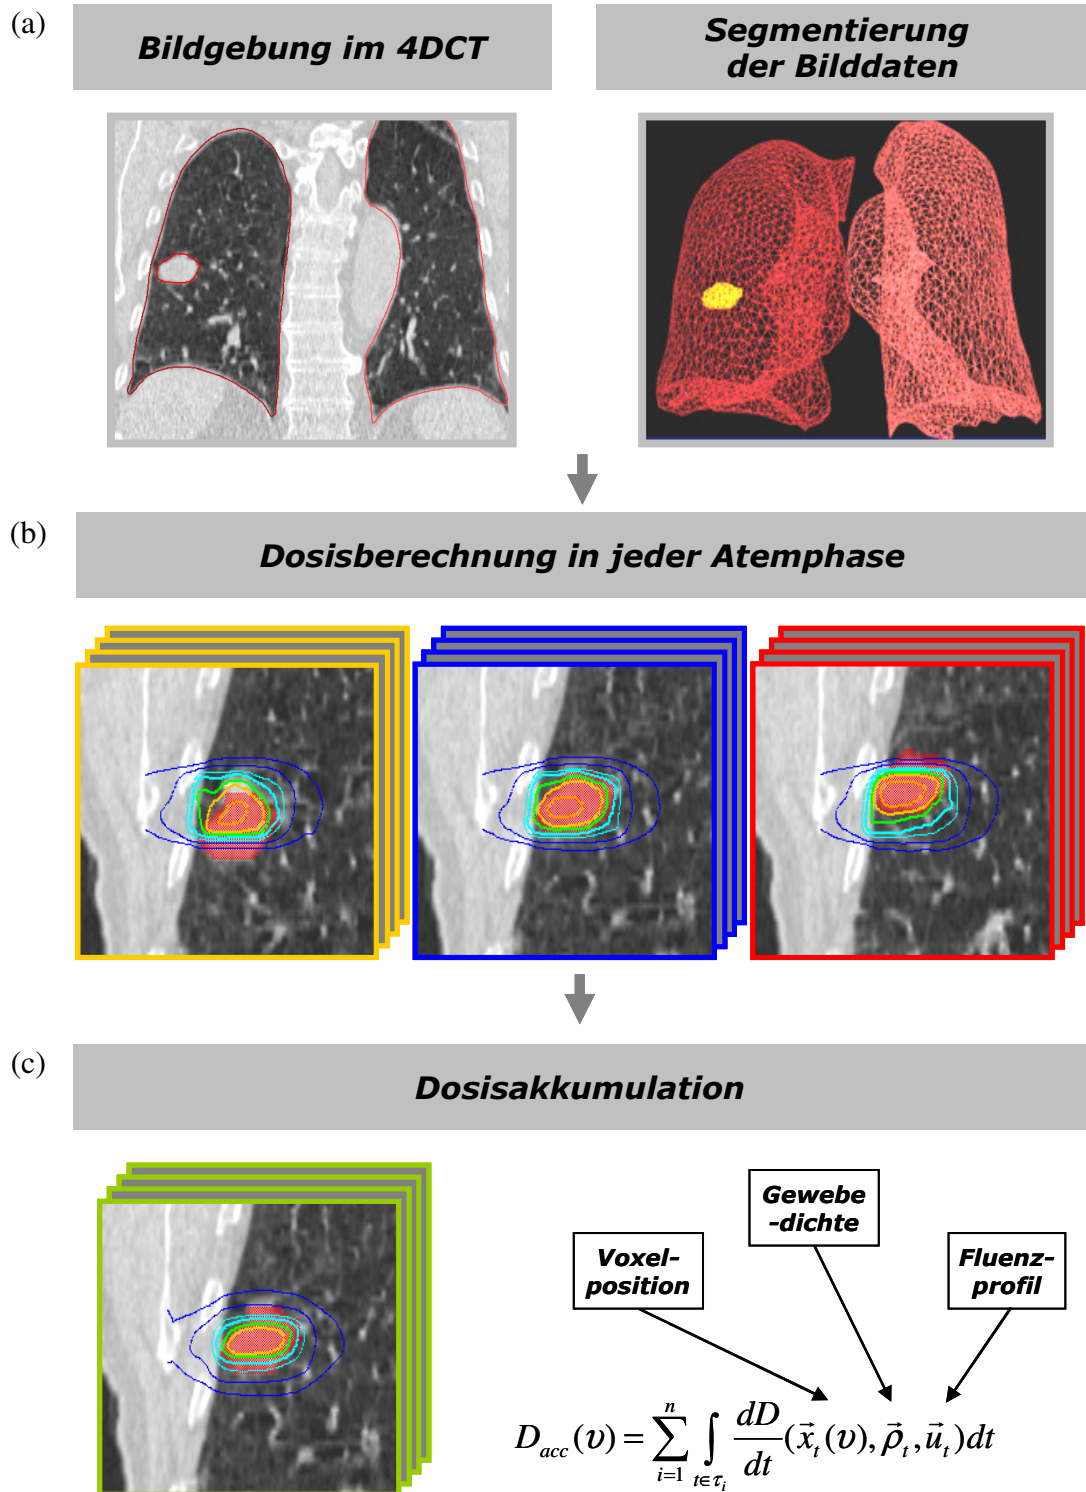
(a) Das Prinzip der voxelbasierten Dosisakkumulation basierend auf segmentierten 4D CT-Datensätzen, die nichtrigide registriert werden. (b) Aus den einzelnen Dosiverteilungen der Atemphasen und den Deformationsmatrizen wird die (c) akkumulierte Dosiverteilung bestimmt.
